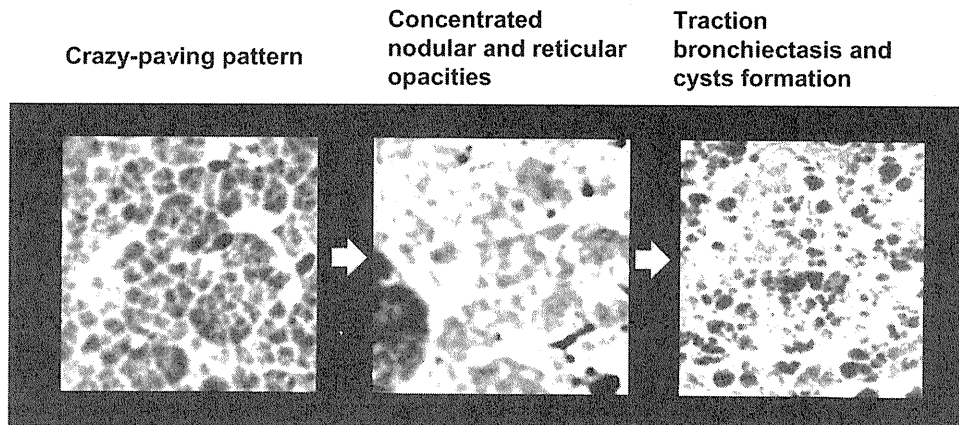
The progression pattern in PAP with fibrosis rapidly progressed (magnified view of thin-section CT). A crazy-paving pattern evolved into consolidated nodular and reticular opacities, and then evolved further into traction bronchiectasis and cysts.
